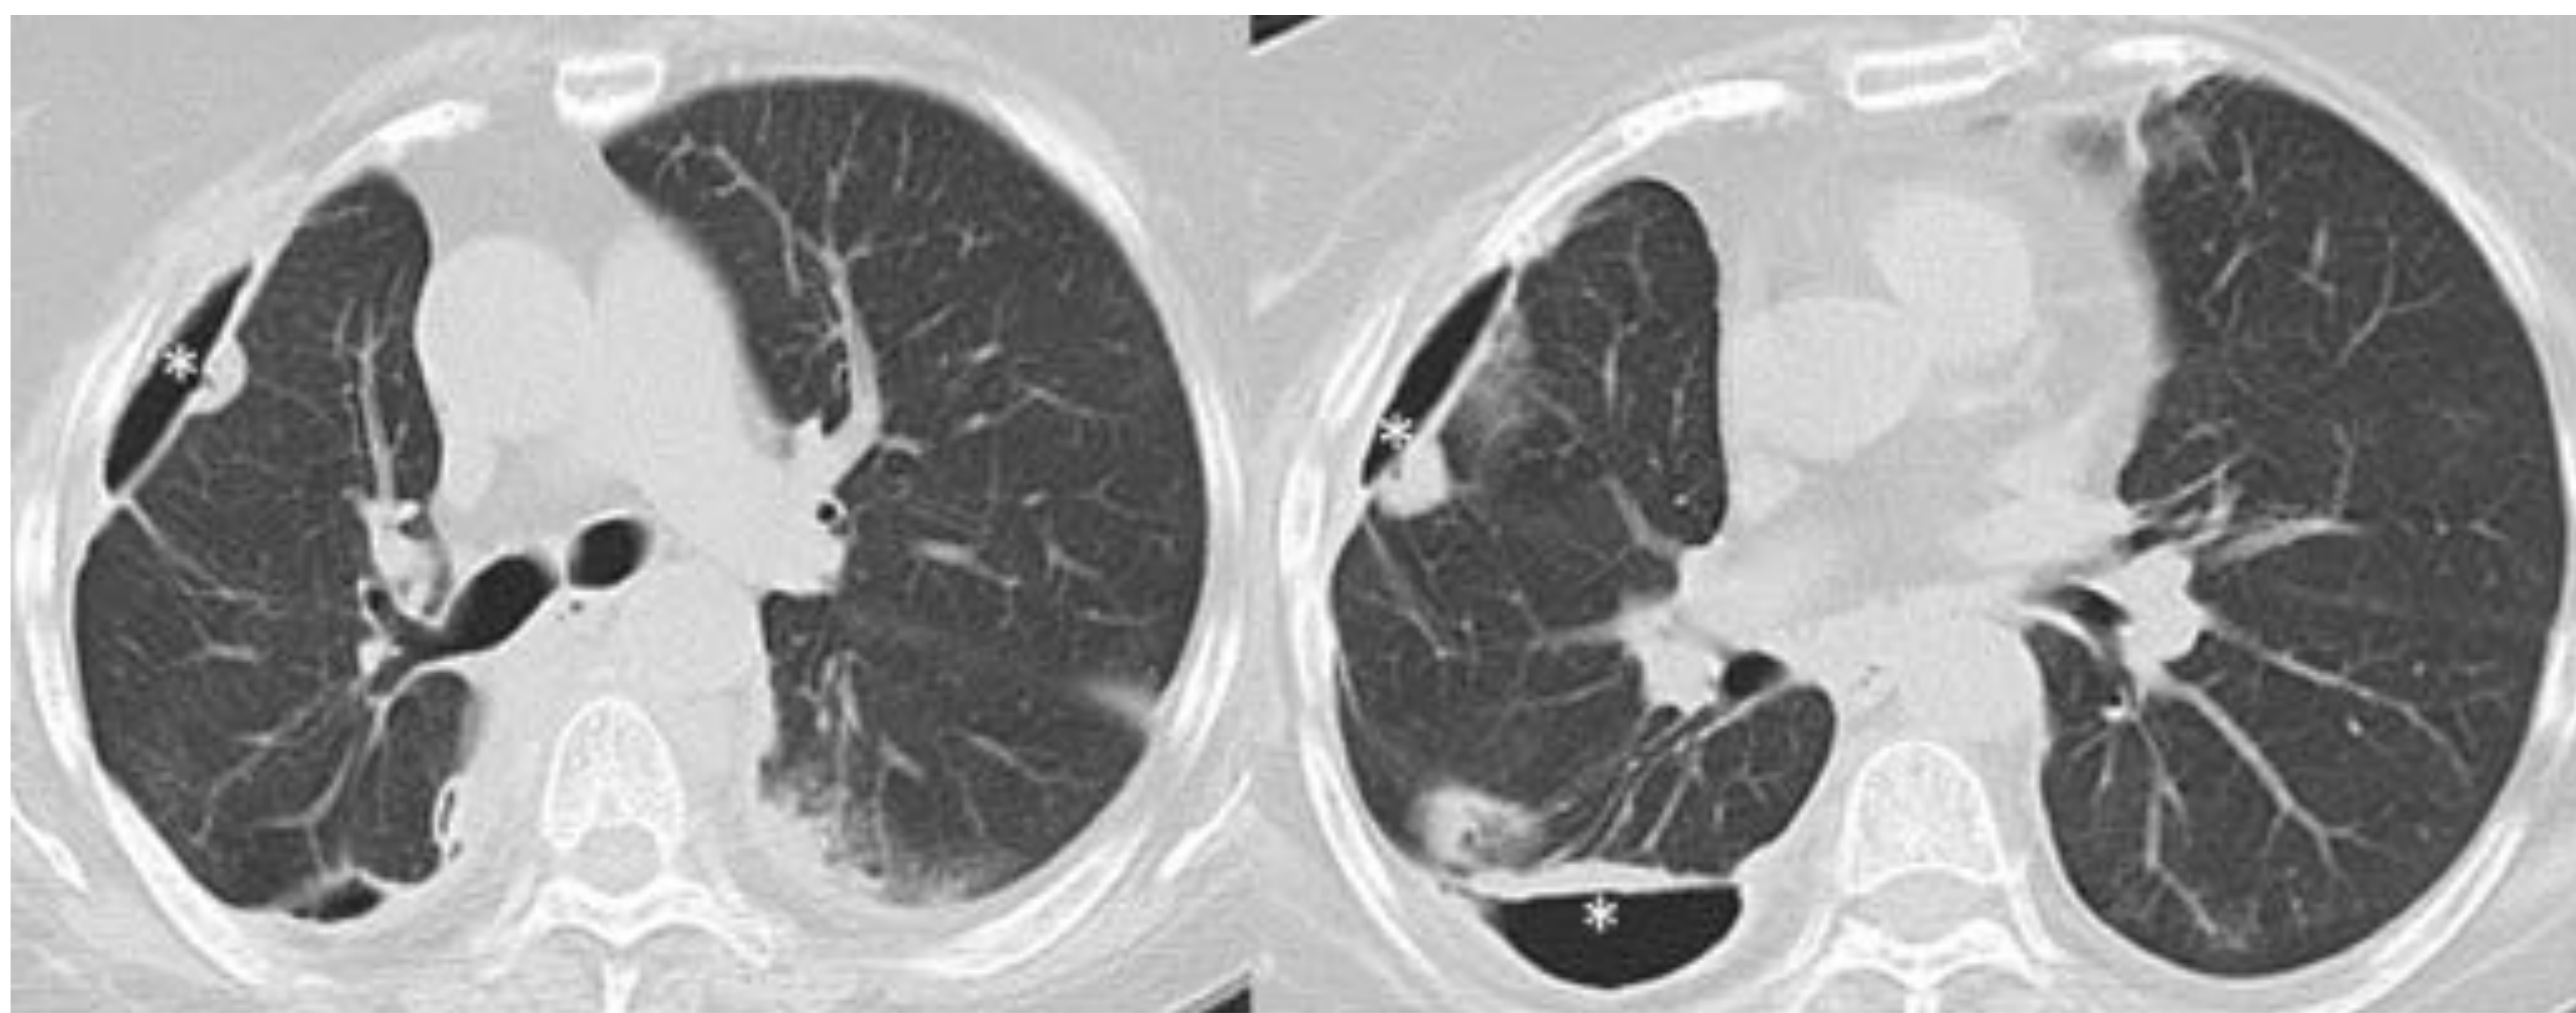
Cortes axiales de TC de tórax. Mujer de 72 años con AR y presencia de múltiples nódulos reumatoideos, algunos de los cuales se encuentran cavitados y abiertos al espacio pleural (*).
